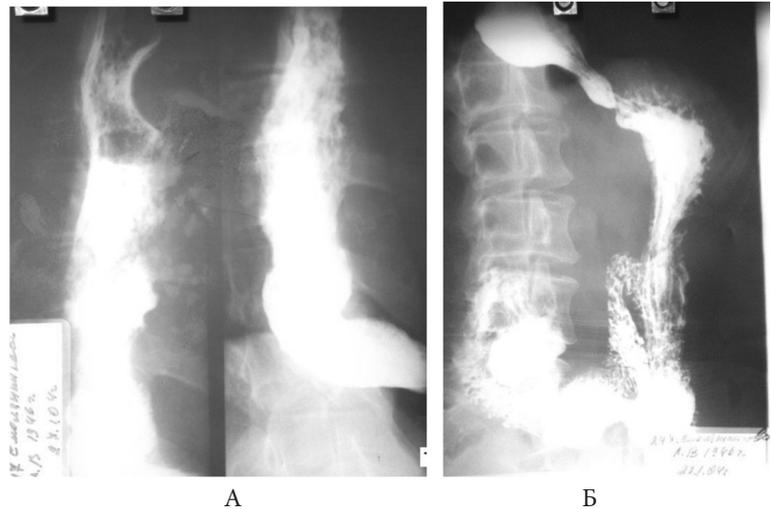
Рентгенограммы пищевода и желудка 6-ой С.Л.В., 59 лет от 27.01.2004 года – до операции. Пищевод в грудном отделе расширен (А), в дистальном отделе он С-образно искривлен, опорожнение из пищевода в желудок замедлено, кардия сужена (Б). Контрастная масса с трудом проходит в желудок и без задержек поступает в двенадцатиперстную кишку и далее в тонкую кишку; одновременно она стоит над кардией и в пищеводе (А).
